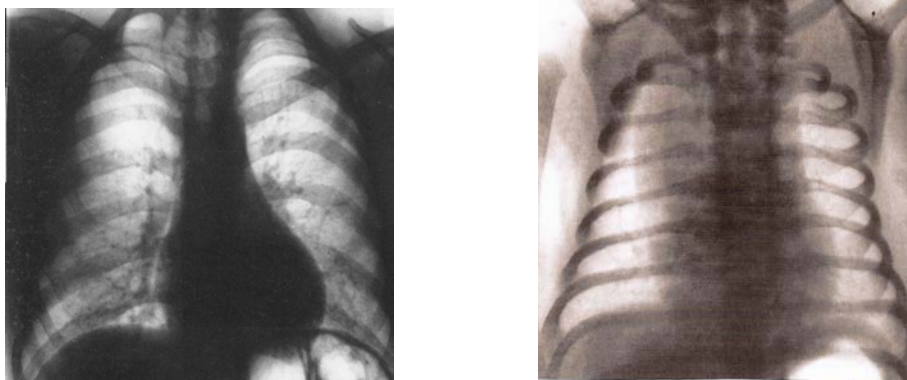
Рентгенограммы грудной клетки детей в прямой проекции: слева с нормальной конфигурацией тени средостения, справа – в верхнем средостении видна тень большого тимуса
